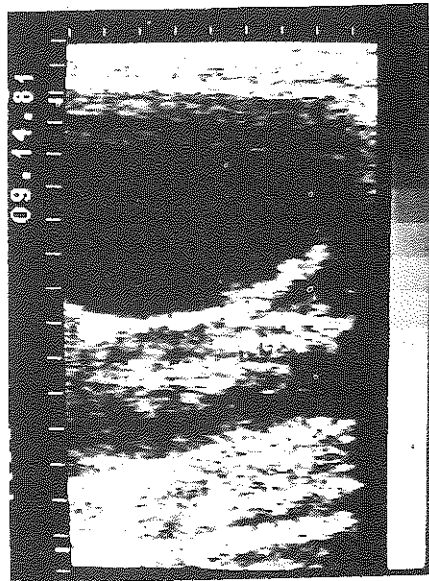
Ecografía abdominal (RD: riñón derecho, V: vesícula biliar) compatible con hidrops vesicular.
